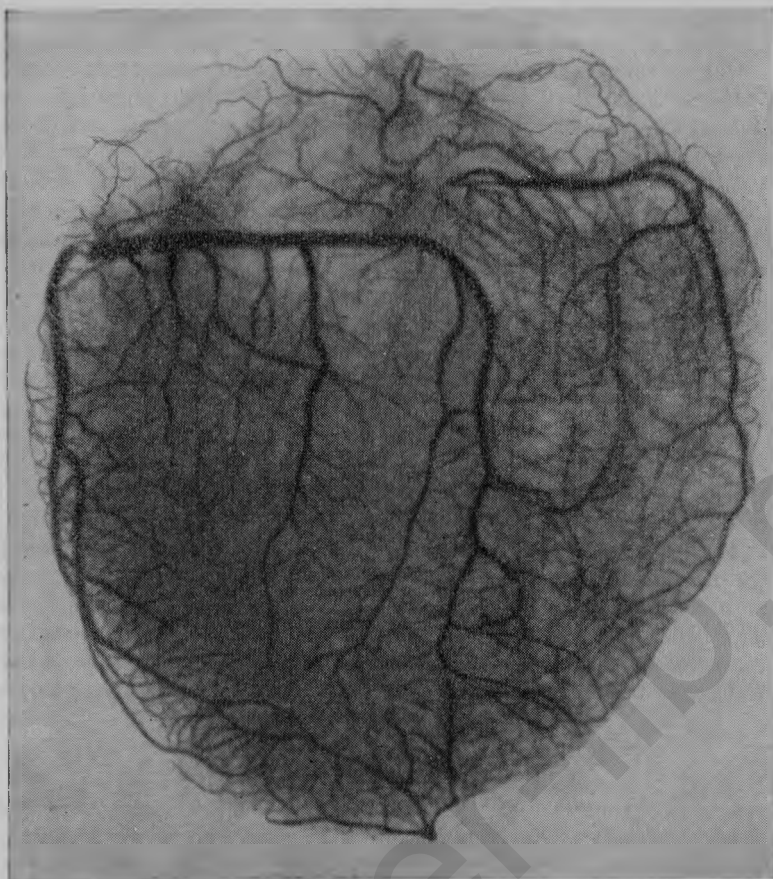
Рентгенограмма артерий сердца (по Р. А. Бардиной).
